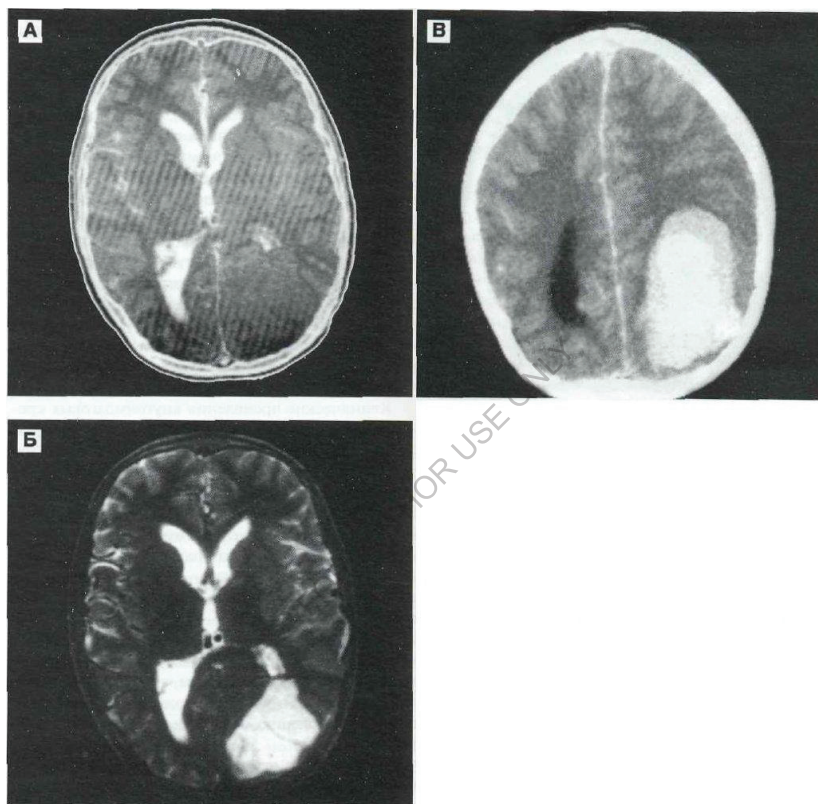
Сравнительные возможности МРТ и КТ в диагностике острой внутримозговой гематомы затылочной области (мальчик 12 лет).
